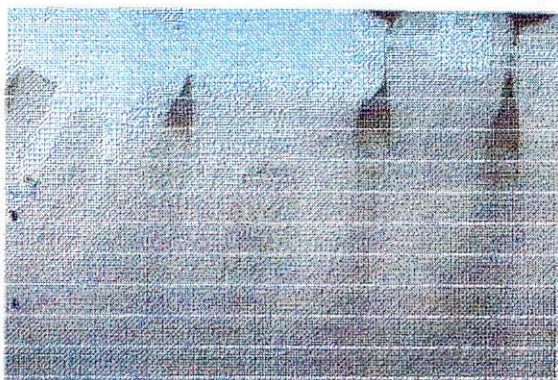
Radiografía pretratamiento caso número 2. FUENTE. Clinica de pstgrado C.O.C.
